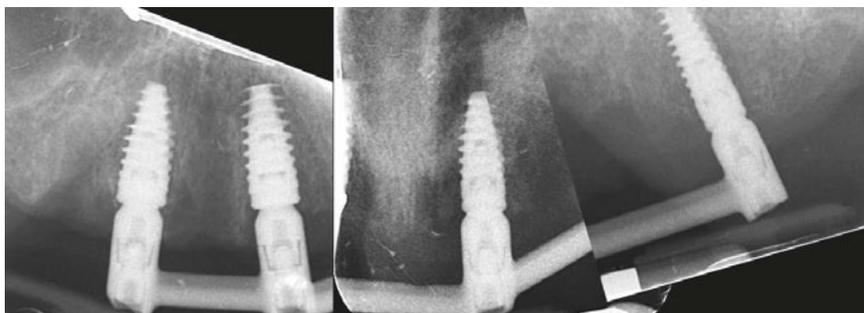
Radiografías con barra atornillada.
